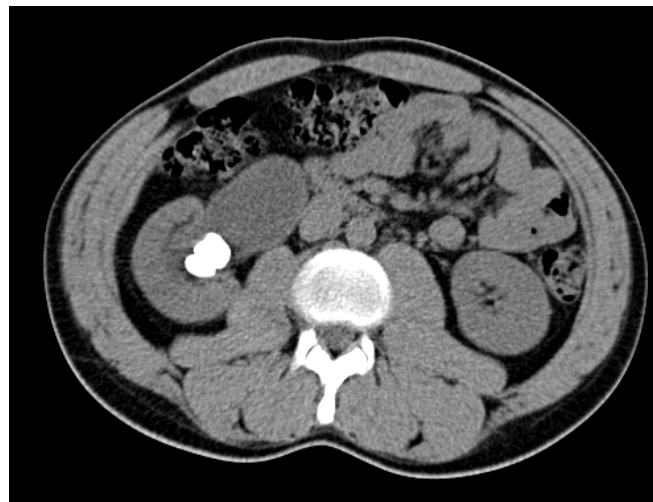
En cortes axial y coronal de TAC abdomino-pélvico se observa una hidronefrosis renal izquierda grado III con pelvis extrarrenal y sugestiva de estenosis de la unión pélvico calicial, con una litiasis renal izquierda.
